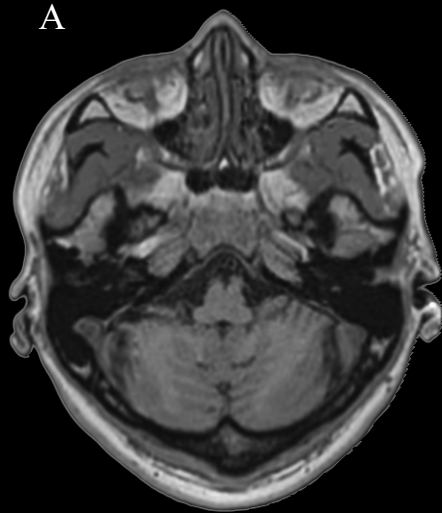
Secção transversal (axial) do encéfalo ao nível da ponte. RNM (A) e TC (B). Nos exames por imagem a artéria basilar pode ser evidenciada no sulco basilar da ponte (RNM e TC). Uma parte dos hemisférios cerebelares torna-se visível bem como o córtex occipital e temporal. A confluência dos seios localiza-se posteriormente ao polo occipital. É possível visualizar também o seio transversal no exame por RNM.
